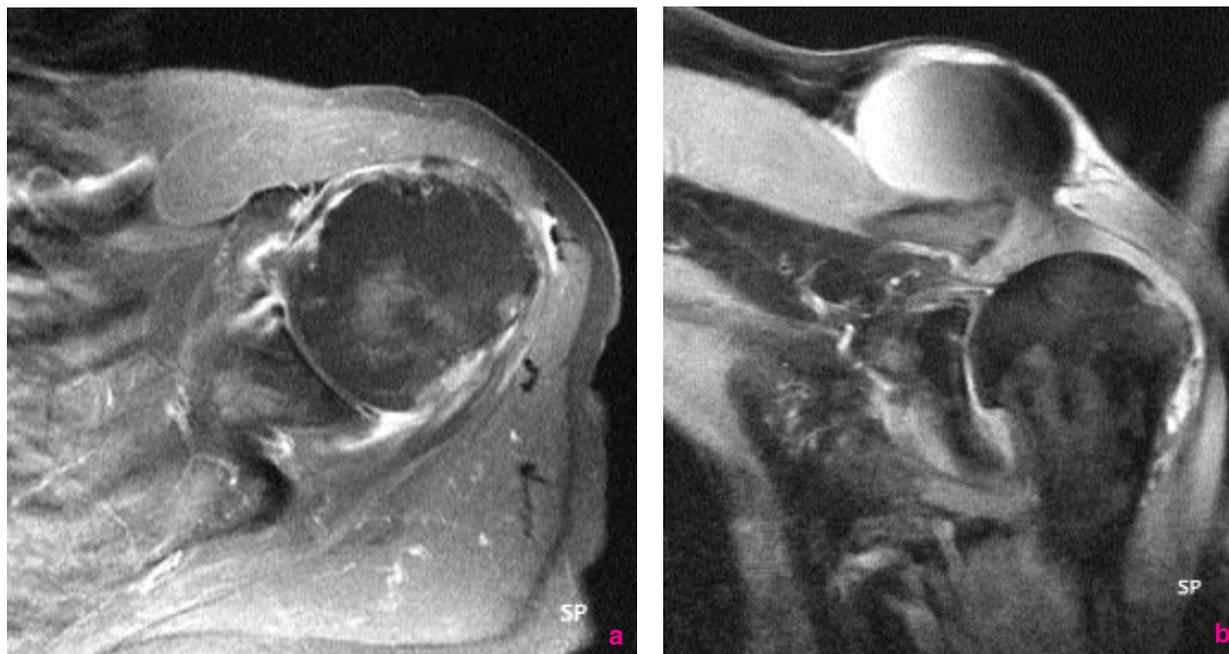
IRM en densité de protons avec saturation de graisse d'une épaule rhumatoïde. a) Pincement de l'interligne articulaire; b) Rupture de la coiffe des rotateurs et volumineux kyste articulaire développé dans les parties molles.
